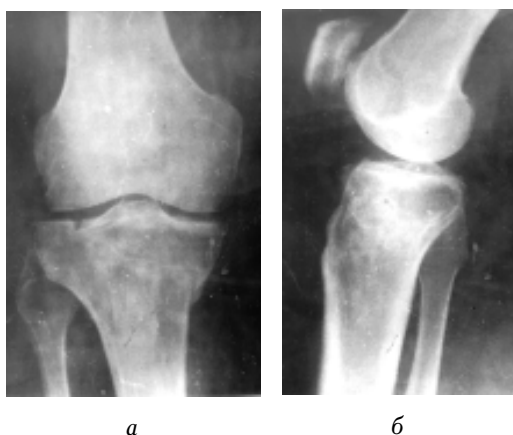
Рентгенограмма больного З. после лечения: а — прямая проекция, б — боковая.
